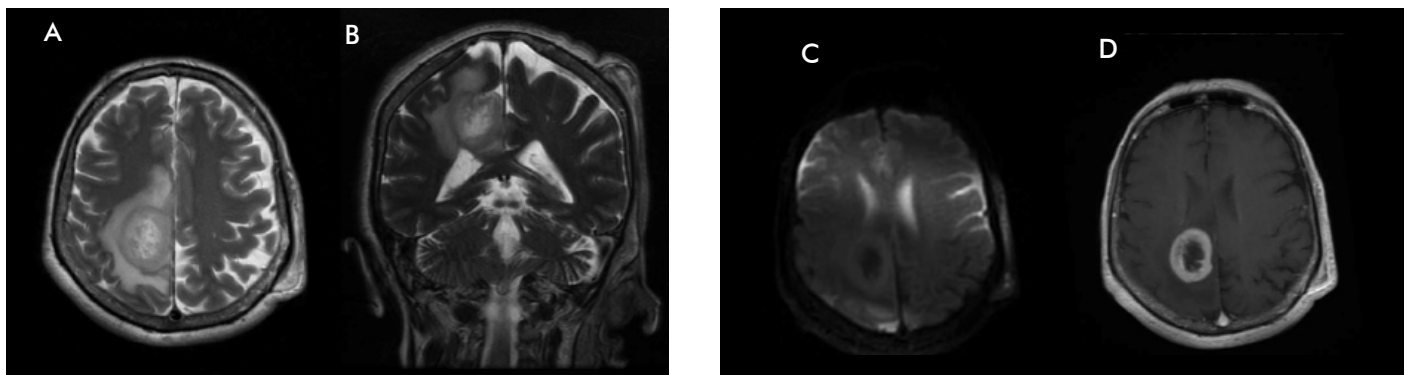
Magnetic resonance imaging. A-D Brain lesion identified during diagnostic assessment. Axial T2-weighted imaging (A) shows an intrinsic heterogeneously lesion located in the left central lobe, well delimited with significant perilesional edema. Contrast-enhanced T1-weighted imaging (D) demonstrates peripheral contrast uptake, with effacement of surrounding brain sulci. Coronal T2-DWI (B) shows no apparent restriction.
